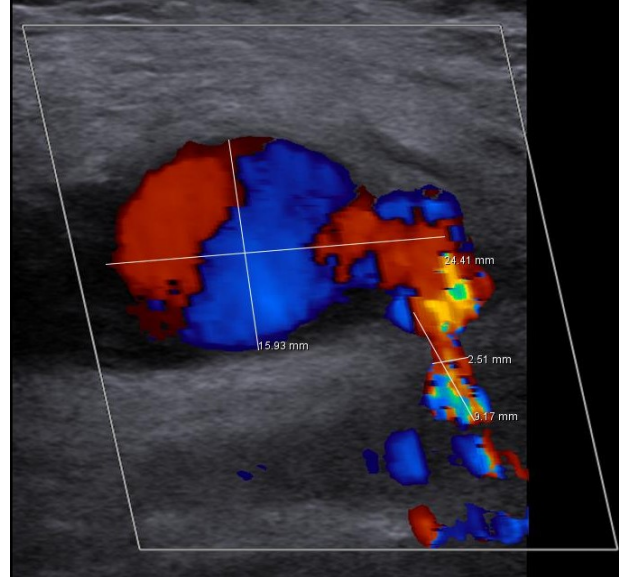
Sağ inguinal bölgede femoral psödoanevrizmaların altın standart tanı yöntemi olan renkli Doppler ultrasonografi (RDUS)'de ying-yang görüntüsü (yeşil ok)
